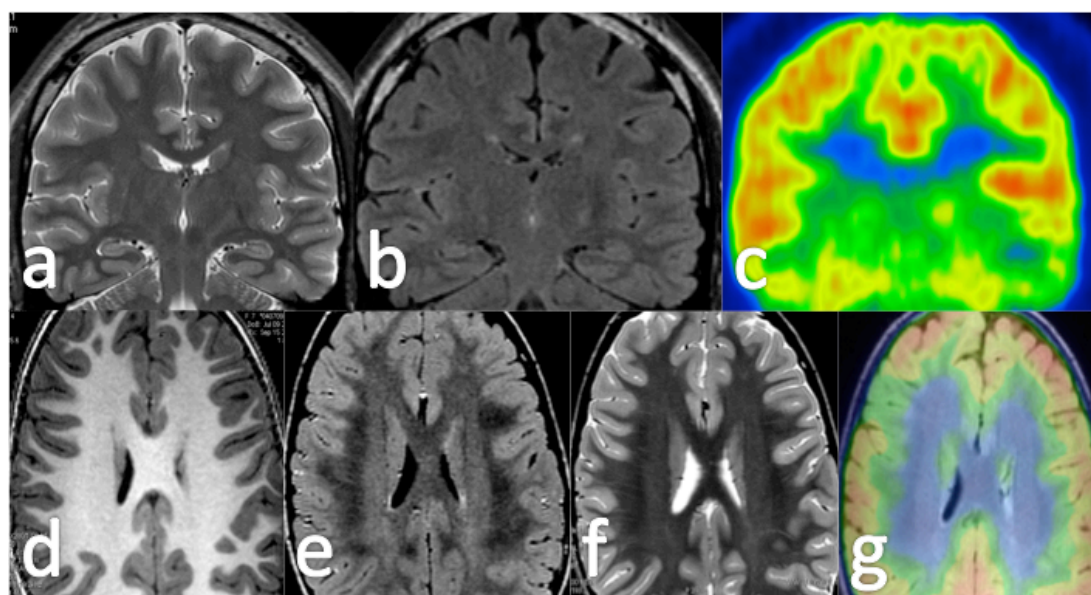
Ejemplos de RM negativa con PET positivo. En la fila superior, displasia cortical tipo I temporal izquierda sin alteraciones significativas en la secuencia T2 (a) y FLAIR (b) y con hipometabolismo temporal izquierdo en PET (c). En la fila inferior displasia tipo II frontal derecha con dudosa borrosidad cortical en las secuencias T1 (d) FLAIR (e) y T2 (f) sin alteración de la señal yuxtacortical ni engrosamiento cortical y con un claro hipometabolismo en PET (g).
